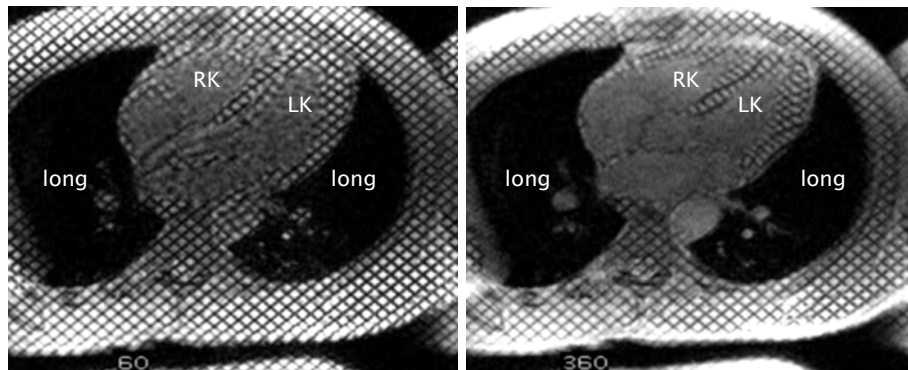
MRI rasterbeeld van het humane hart vlak na het begin van de contractie (links) en na de contractie (rechts)
